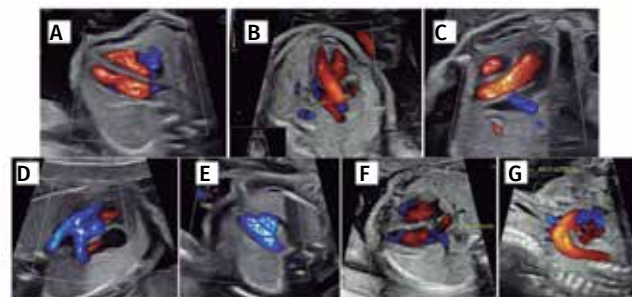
Cortes suplementares para avaliação cardíaca utilizando o Doppler colorido. (A) Corte de quatro câmaras identificando integridade do septo interventricular. (B) Cruzamento dos grandes vasos de saída do coração. (C) Via de saída do ventrículo esquerdo. (D) Via de saída do ventrículo direito. (E) Identificação do fluxo no nível do istmo aórtico e canal arterial. (F) Entrada das veias pulmonares no átrio esquerdo. (G) Arco aórtico
